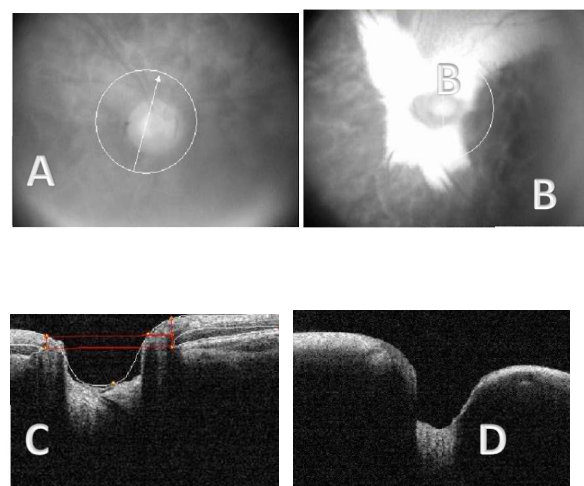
Tomografia de coerência óptica de nervo óptico bilateral. A e B: Corte realizado para estudo das fibras nervosas do nervo óptico em ambos os olhos. Olho direito (C) com escavação fisiológica e olho esquerdo (D) com aprofundamento discreto da escavação, mantendo a arquitetura do nervo sem evidência de espessamento da camada de fibras nervosas.
